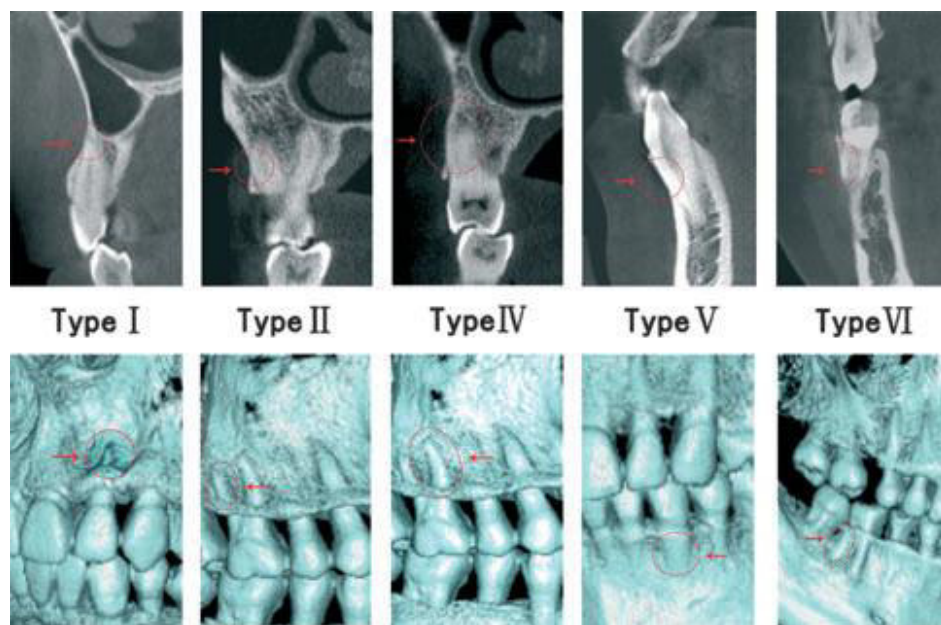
Imágenes de tomografías computarizadas Cone Beam. Las primeras son cortes longitudinales y las segundas muestran imágenes 3D.¹¹
